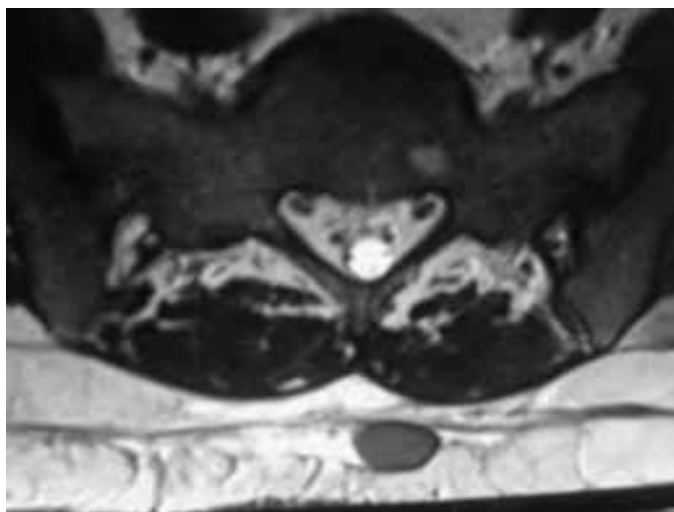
Ressonância Magnética Lombar em T2, corte axial, evidencia nódulo de mais ou menos três centímetros, mostrando hipossinal.
